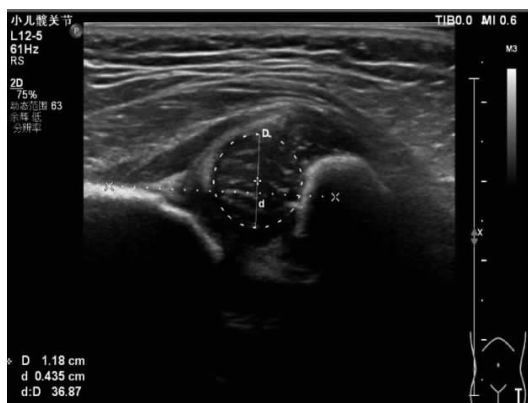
DDH 髋关节, 股骨头直径超声测值减小
